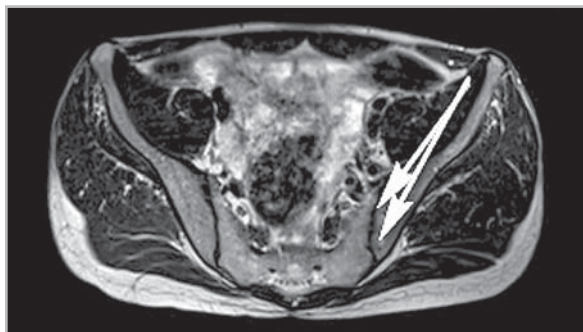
Т2-взвешенная магнитно-резонансная томограмма илеосакральных сочленений в аксиальной проекции пациента с реактивным левосторонним сакроилеитом, ассоциированным с урогенитальной инфекцией, продолжительность заболевания 9 мес: в субхондральных отделах суставных поверхностей левого илеосакрального сочленения определяются единичные эрозии с четкими, неровными контурами (стрелки)
